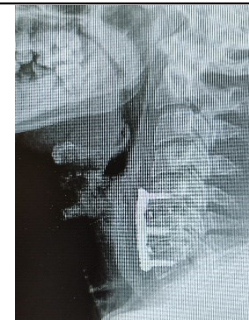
Radiografía post-operación
